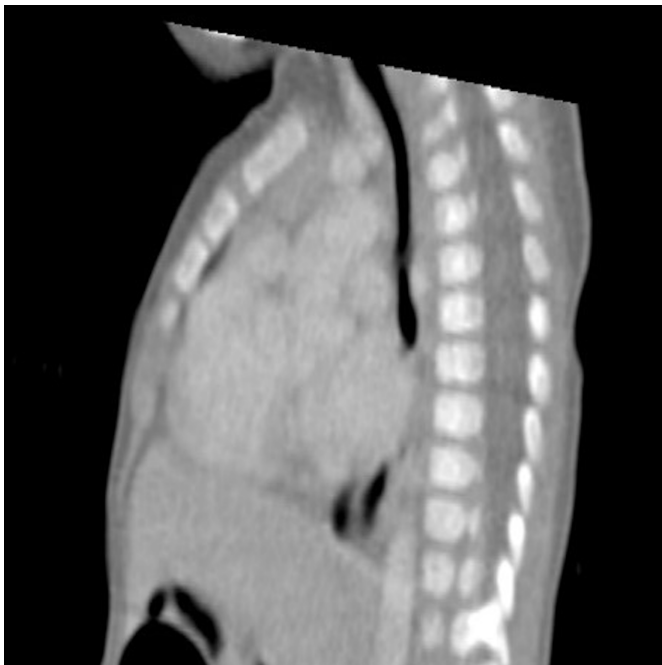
TC di bambino con tracheomalacia.
